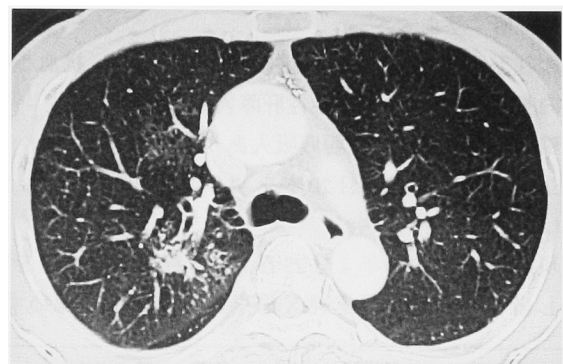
Chest thin slice CT scan shows mild infiltrative shadow in right S¹_a.
